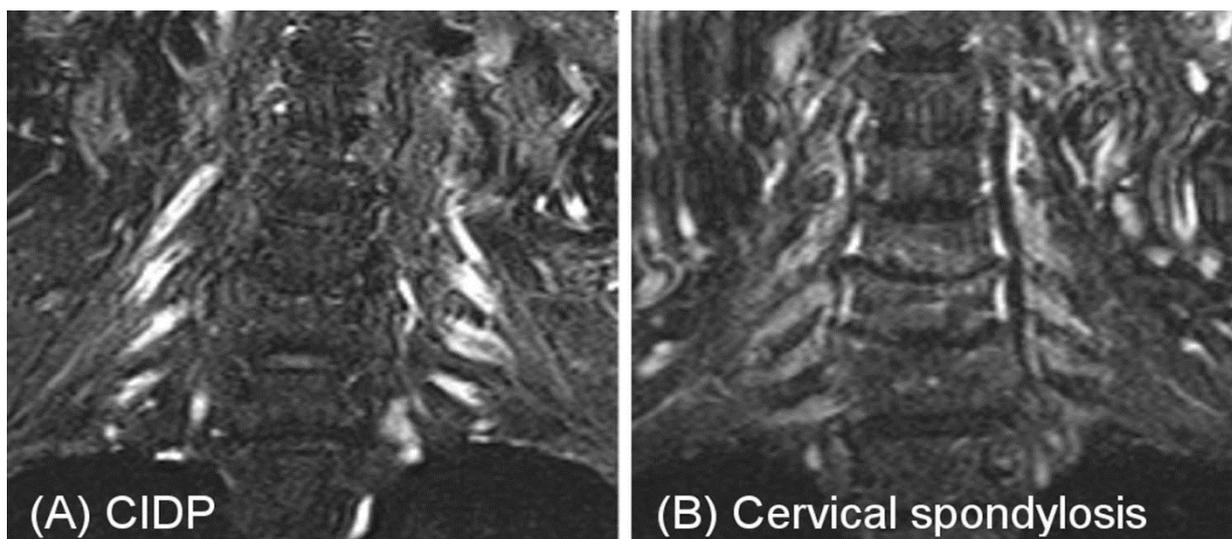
Накопление контраста корешками шейного и плечевого сплетений при выполнении МРТ у пациента с ХВДП.
